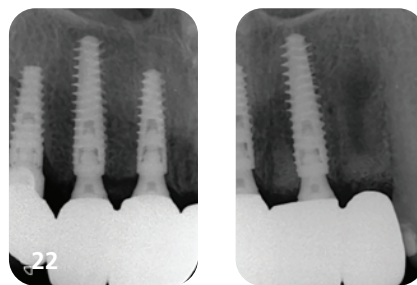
Finale Zirkoniumdioxid-Restoration. – Abb. 21: Finale Zirkoniumdioxid-Restoration in situ. – Abb. 22: Periapikale Röntgenaufnahmen fünf Monate nach dem Eingriff. – Abb. 23: Das finale Lächeln. – Abb. 24: Vorher-Nachher-Situation.
